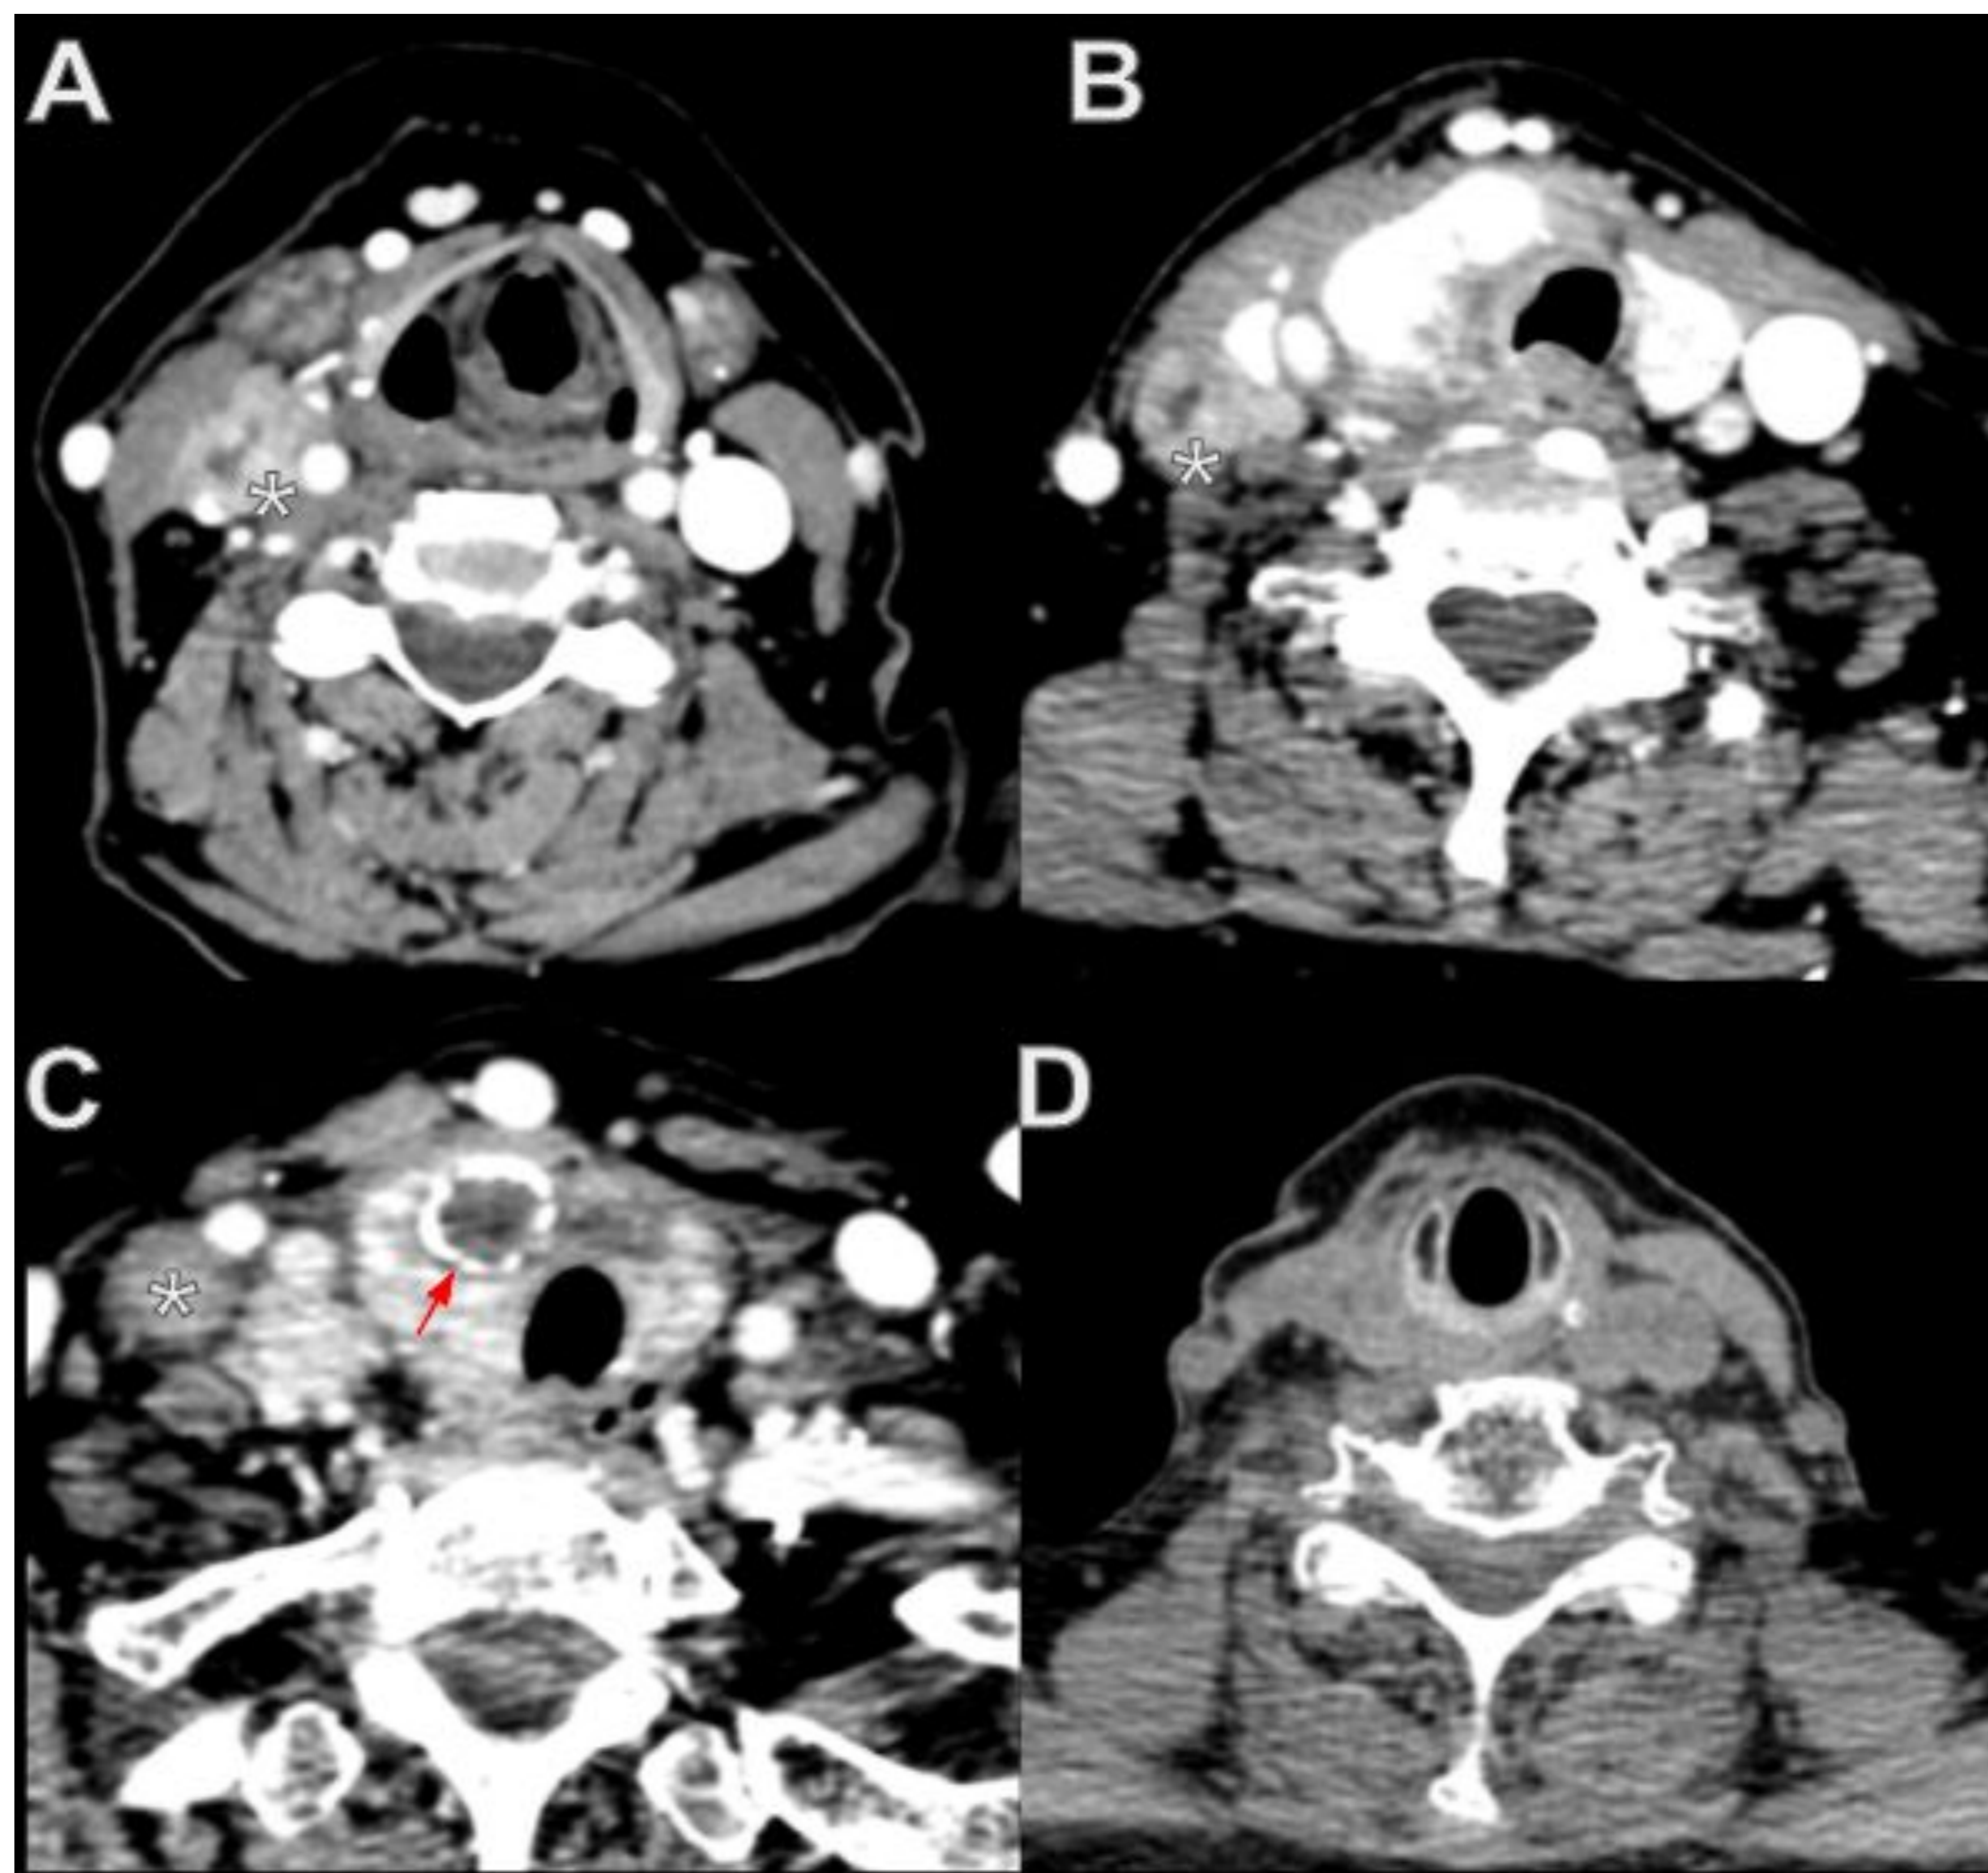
Carcinoma pobremente diferenciado de tiroides con adenopatías cervicales múltiples (N1b) que infiltran la vena yugular interna. A-C: Cortes axiales de TC de cuello donde se aprecia una masa tiroidea derecha con área de calcificación (flecha roja en C), en relación con carcinoma pobremente diferenciado que presenta una extensa afectación adenopática cervical ipsilateral en los niveles II, III, IV, V y VI, algunas de ellas con centro necrótico e invasión de la vena yugular interna derecha (asteriscos). D: corte axial de TC de cuello tras quimioterapia, radioterapia y tiroidectomía con vaciamiento cervical, en el que se aprecia la resolución de los hallazgos descritos previamente.
